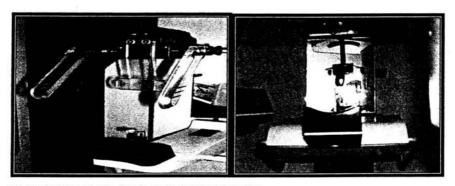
Posicionador de Aparto de Ortopantomografias.
